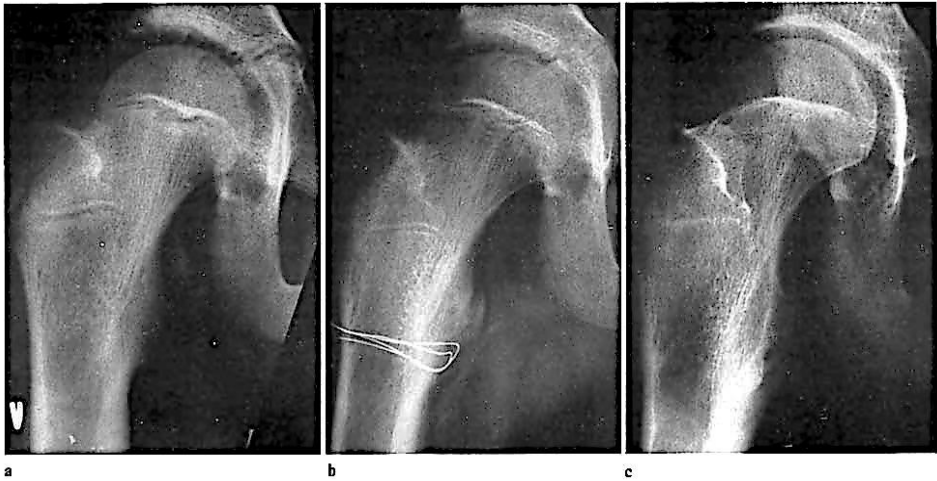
Рентгенограмма правого тазобедренного сустава в прямой проекции. а - наличие костного фрагмента малого вертела; б - фиксация проволокой костного фрагмента малого вертела; с - рентгенограмма через 2 года после оперативного лечения. Полная консолидация малого вертела.
